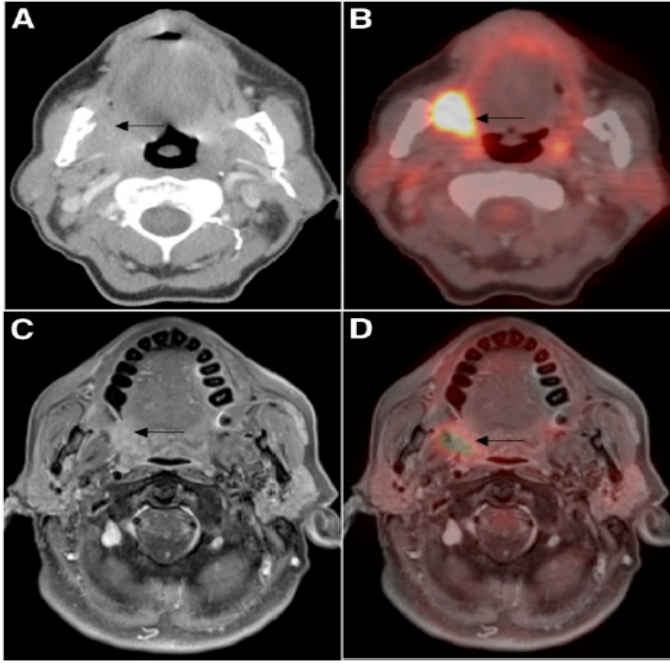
A 54-y-old man with gingival SCC arising from maxilla. Axial contrast-enhanced CT (A) shows poorly delineated soft-tissue mass (arrow) adjacent to right maxillary bone, which is clearly depicted on axial contrast-enhanced fat-suppressed T1-weighted MR image (C). ^{18}F -FDG PET/MRI (D) facilitates more precise metabolic-anatomic allocation of ^{18}F -FDG-avid mass than does ^{18}F -FDG PET/CT (B).
